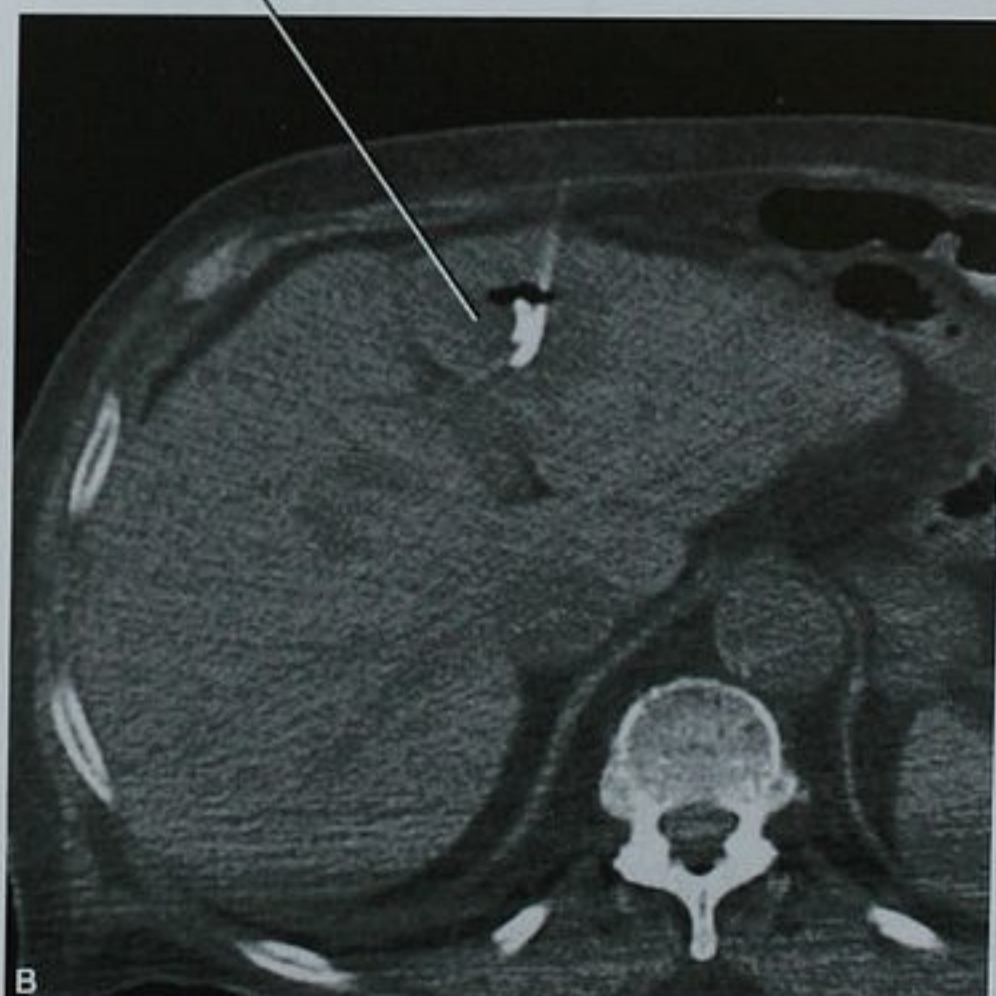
尝试在超声引导下肝脓肿穿刺引流(A)由于病灶内含有气体导致可视性差,操作未成功。CT 引导下成功完成了脓肿的引流(B)
